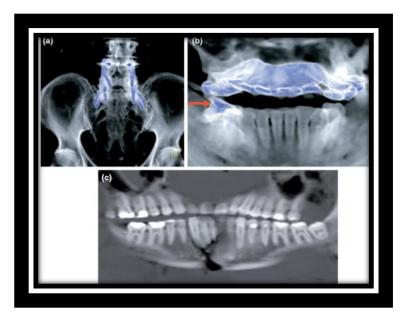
Reconstrucción por TC usada para identificaciones de cuerpos. (a) Reconstrucción en 3D de la espina y la pelvis mostrando un implante metálico para la estabilización dorsal de la espina. Dada su alta densidad, el metal es coloreado de azul. (b) Reconstrucción en 3D del cráneo evidenciando prótesis dentales, las cuales aparecen en azul. También se observan calzas de los molares inferiores. (c) Panorama dental, reconstruido por datos de TC, muestra diferentes calzas, las cuales aparecen iluminadas dado su alta radio-opacidad
